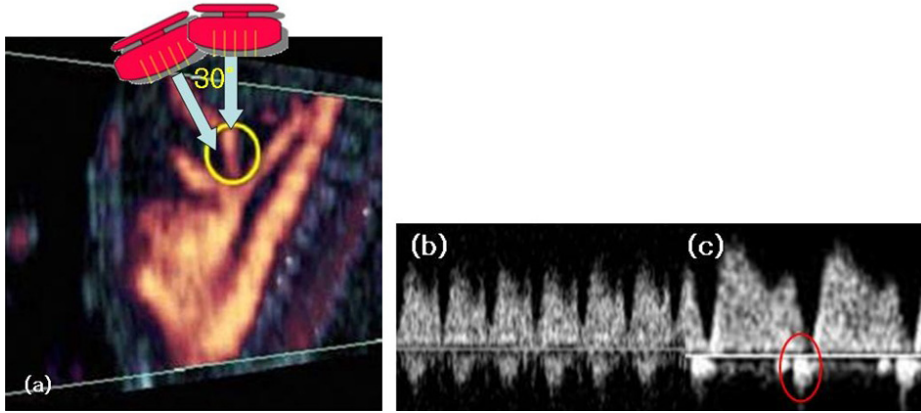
Ductus venosus (DV) between umbilical vein and inferior vena cava (a). Doppler waveforms in DV during the first trimester showing a normal forward flow during atrial contraction (b) and an abnormal reversed flow depicted with a circle (c).
